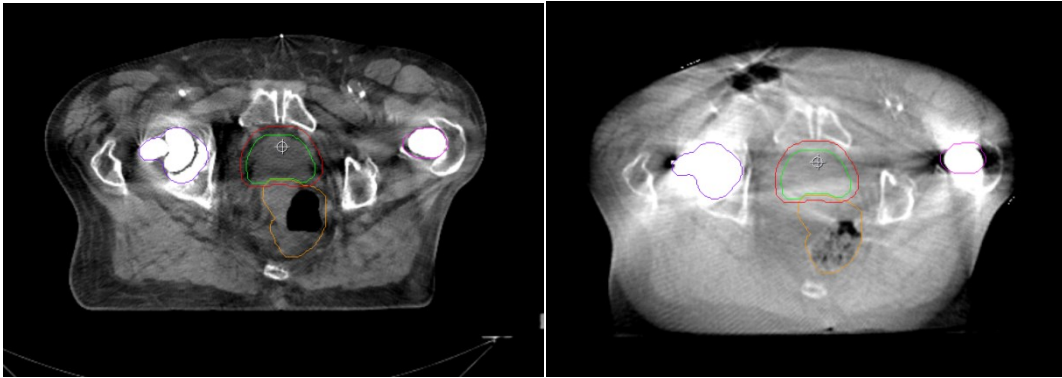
Paziente C. Immagine Simul-CT (sn) ed immagine kV-CBCT (dx)
